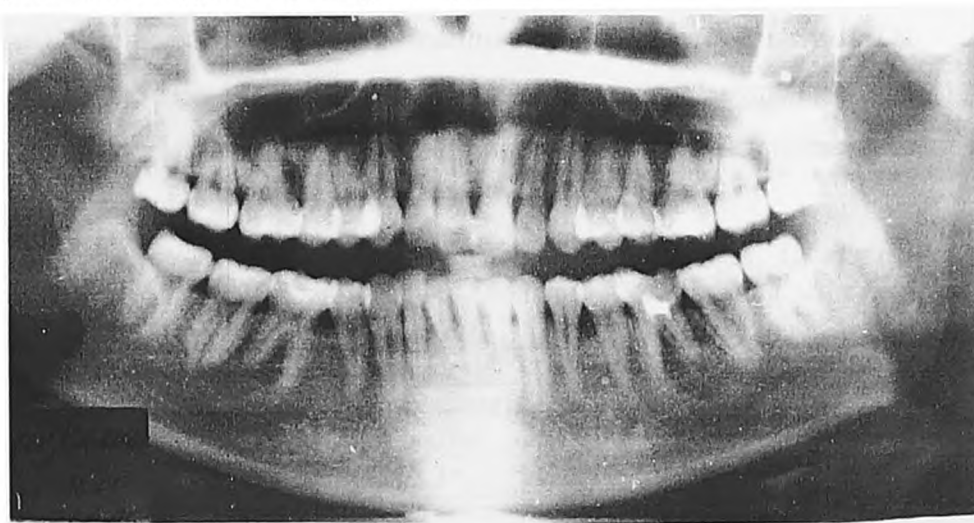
Ортопантомограмма больной Г., 17 лет
